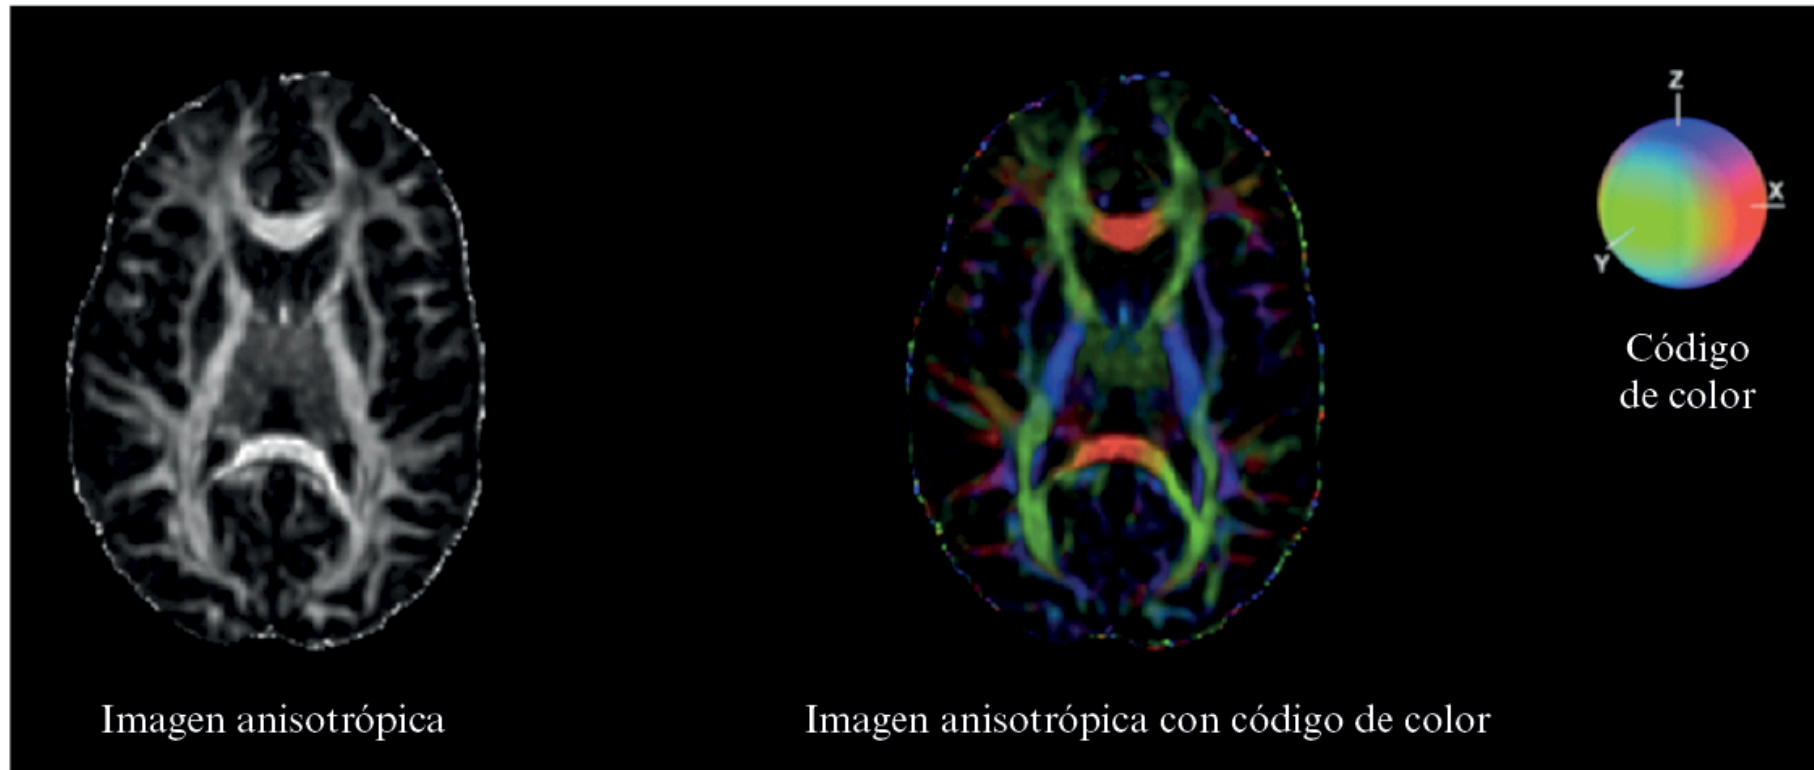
A la izquierda se muestra una imagen obtenida en el escáner MRI (imagen anisotrópica) y cómo se reconstruye para identificar las proyecciones de materia blanca en 3D (imagen anisotrópica con código de color). La escala de colores permite distinguir si las conexiones se proyectan en el eje X, Y o Z (código de color).
